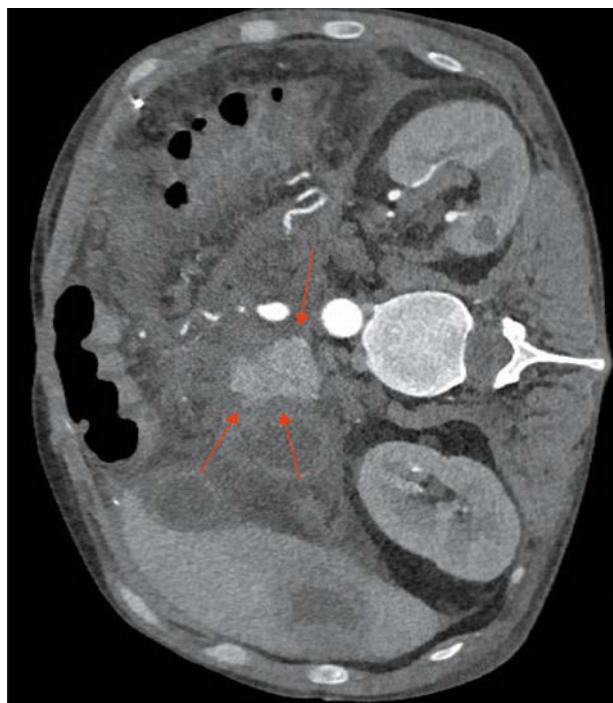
Компьютерная томография брюшной полости с контрастированием
